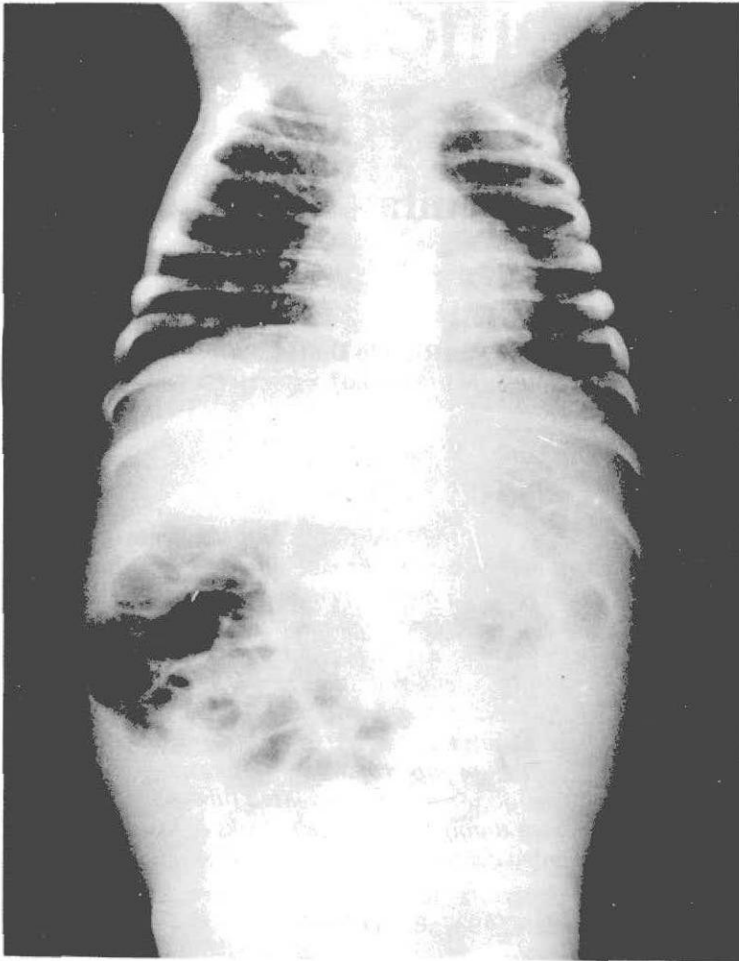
Radiografía toracoabdominal. Muestra diseminación hematogena con numerosos focos diminutos esparcidos en ambos hemitórax, predominando en vértices. En abdomen se observa asas intestinales en posición central y densidad hídrica en parte inferior.
